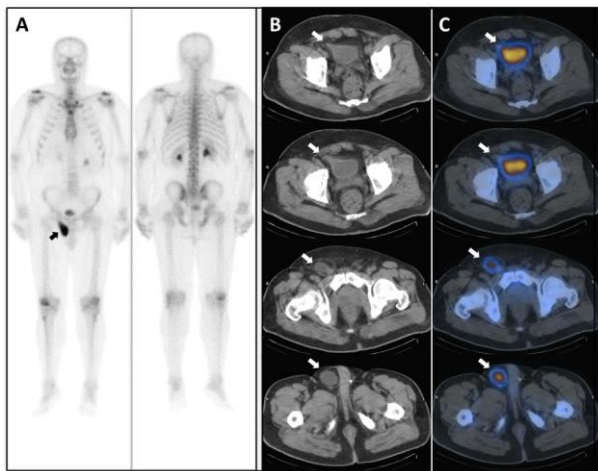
B.C. On whole body planar images (A), an increased radiotracer uptake was observed over the inferior ramus of pubis on the anterior view (black arrow). Except for this suspicious area, no other pathological finding that can be compatible with metastatic disease of the skeleton was found on WBS. The selected axial CT (B) and fused SPECT/CT (C) images showed that the suspicious area was secondary to the inguinoscrotal hernia sac including bladder (white arrows).
